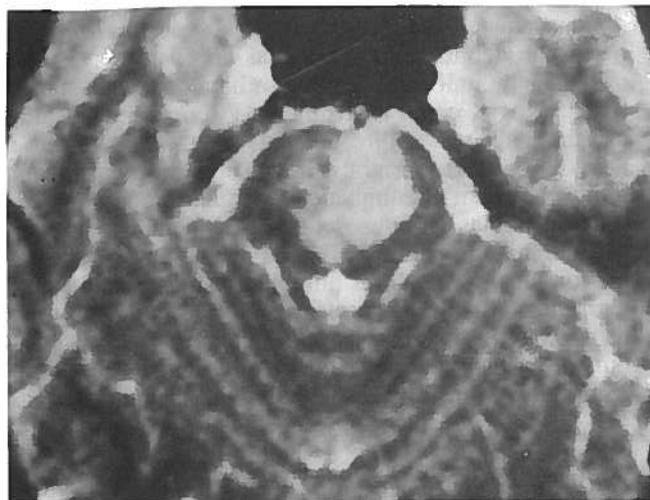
Caso 3. A, B e C — Adulto jovem com 28 anos, do sexo F admitida no S. Urgência com um quadro clínico de AV do tronco cerebral (hemiparésia direita, hemiataxia esquerda e disartria); o TAC era normal (não mostrado).
